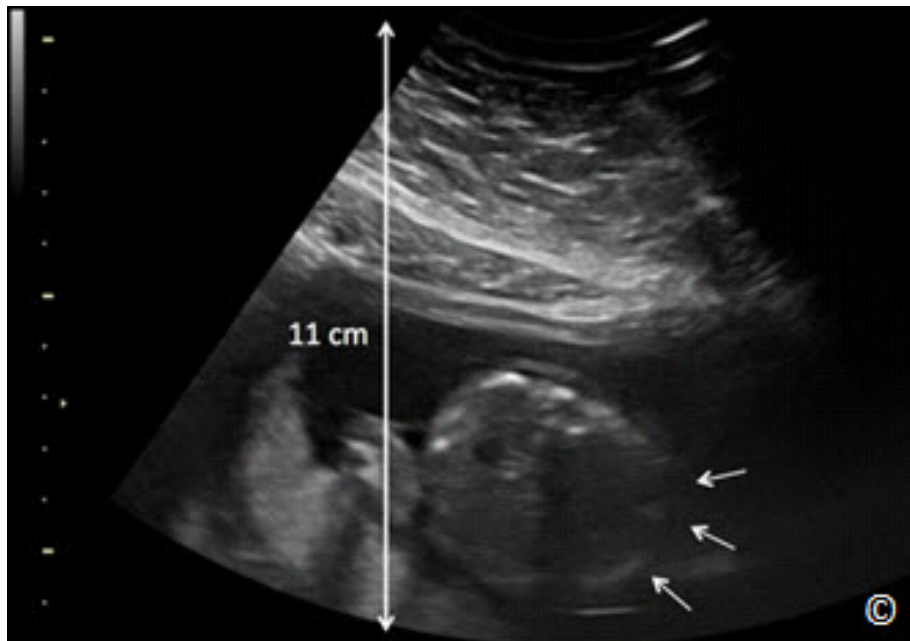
Imagen de ultrasonido del abdomen fetal a una profundidad de 11 cm en una mujer embarazada y obesa. Observe la resolución sub-óptima del abdomen fetal lateral derecho (flechas pequeñas).
